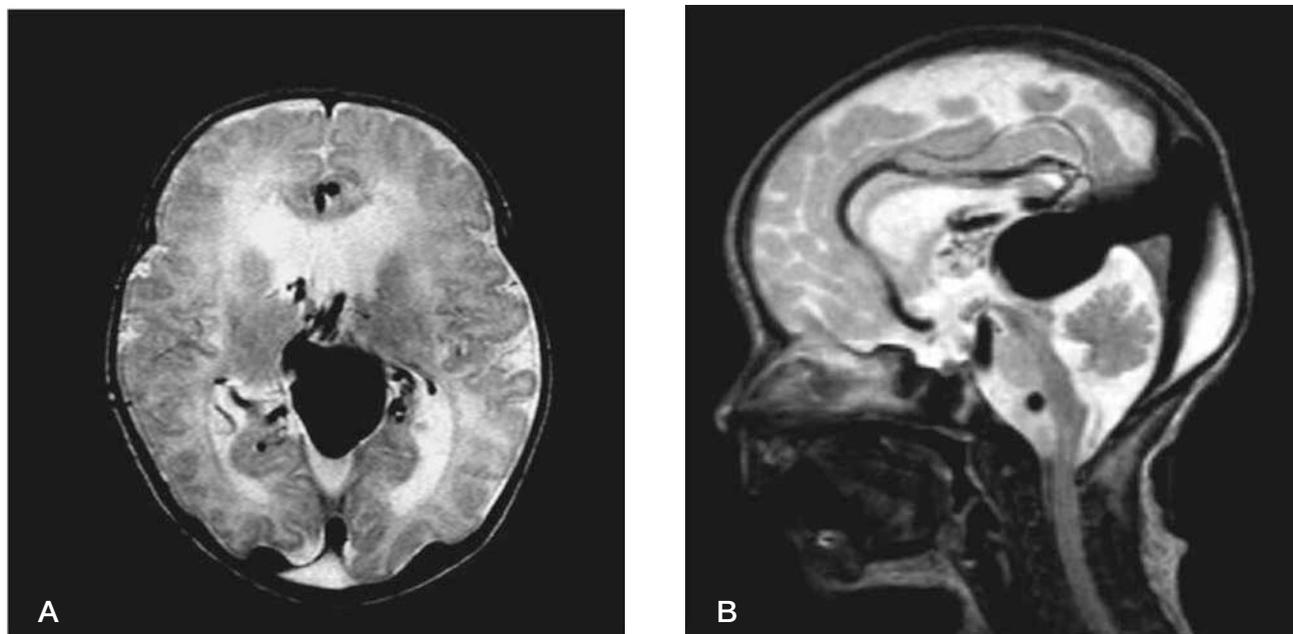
MRI-T2-weighted images (axial view (A) and sagittal view (B)) show a large flow void in the region posterior to the third ventricle, connecting to the superior sagittal sinus. Engorged vessels are observed around the mass. The lateral ventricle shows moderate dilatation.
